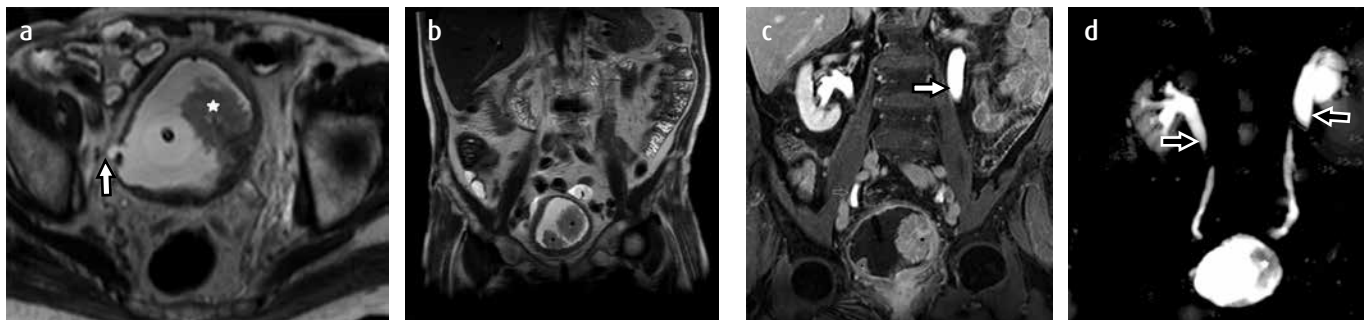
Paciente con carcinoma urotelial multifocal de vejiga. Urografía por resonancia magnética en 3T. Secuencias potenciadas en T2, en un corte axial a) y coronal b) que demuestran un engrosamiento de las paredes de la vejiga con una masa polipoides de intensidad de señal intermedia en la pared lateral izquierda de la vejiga (asterisco). También se observa un divertículo en la pared posterolateral derecha de la vejiga (flecha). En el interior de la vejiga se observa una sonda vesical. c) Corte coronal potenciado en T1 con supresión grasa y medio de contraste que demuestra intenso realce de la masa de mayor tamaño, así como de otra lesión polipoides (asterisco) y ligera dilatación del sistema colector derecho y ambos uréteres (flechas). d) reconstrucción 3D, con un defecto de llenamiento de la vejiga por el carcinoma que se origina en la pared lateral izquierda de la vejiga (asterisco) con dilatación de ambos sistemas colectores (flechas).
